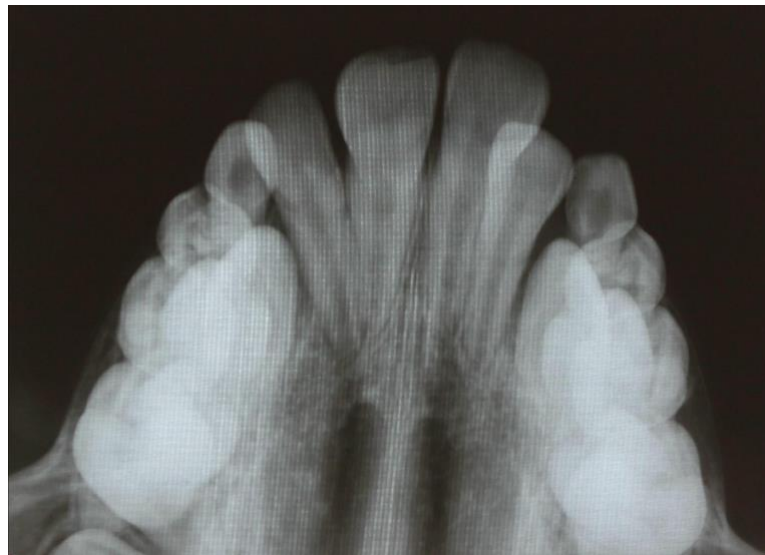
Radiografia oclusal antes da ERM - sutura palatina mediana fechada. Fonte: imagem cedida por Fernanda Vicioni Marques – CROSP 115443.
